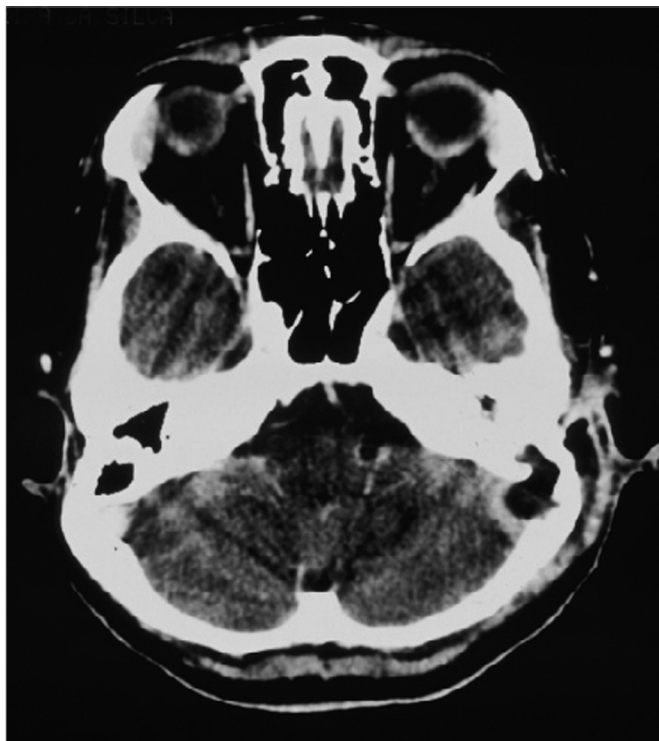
Tomografia Computadorizada de crânio com contraste demonstrando realce de contraste em torno do seio sigmóide e ausência do realce no seu interior com erosão óssea para a fossa posterior.
